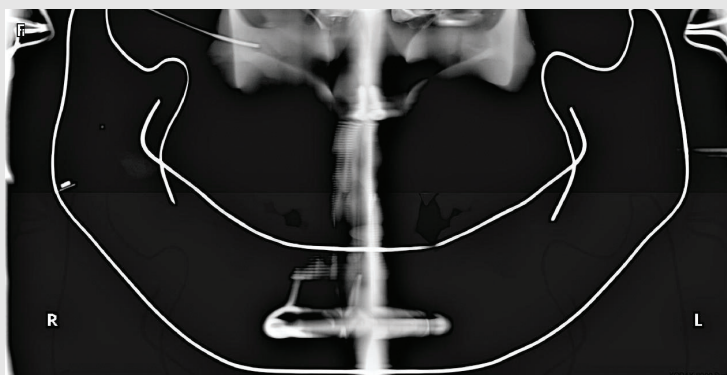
Panoramic radiograph taken an angle of 15° between the FH plane and floor. The condyles began to be cutoff.
